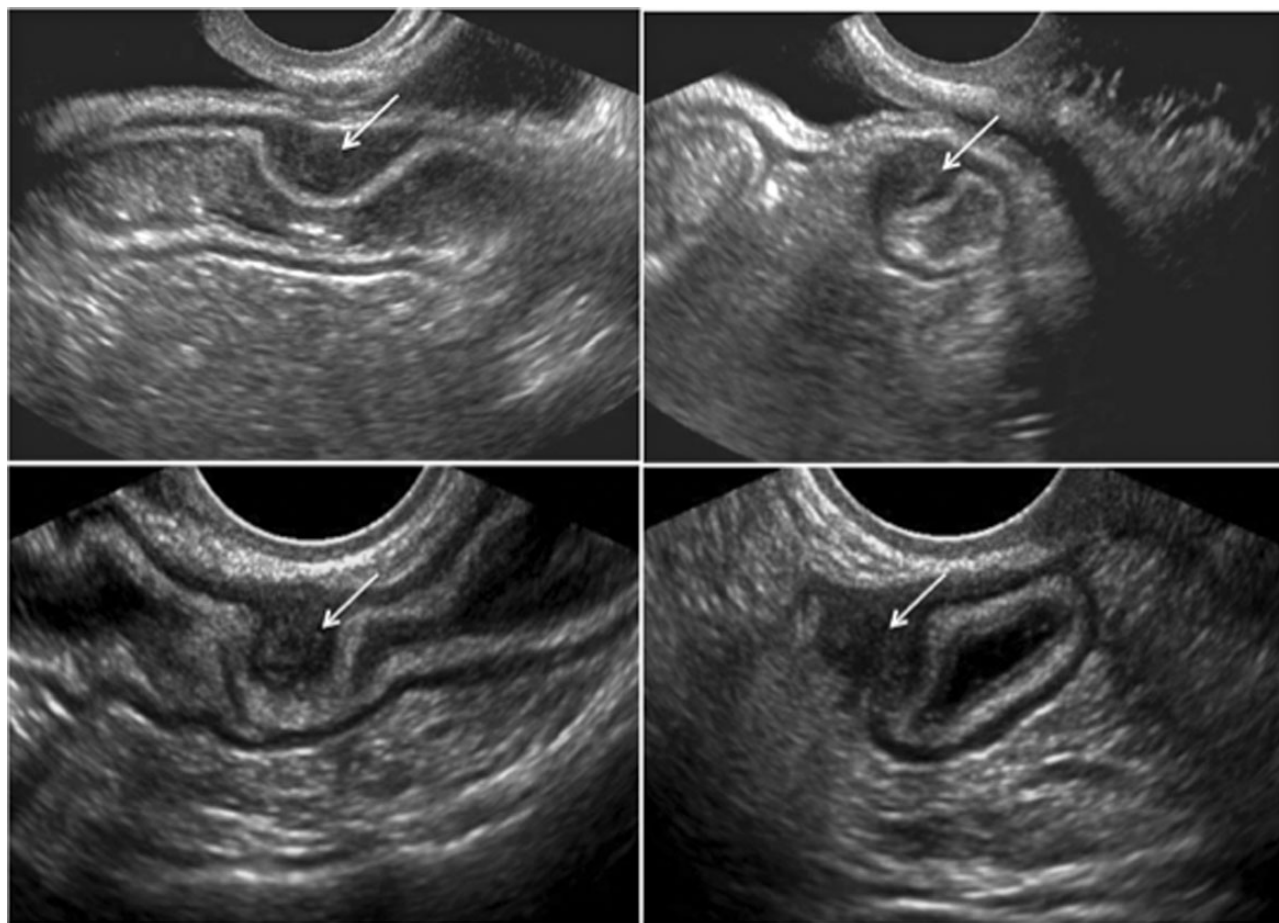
Transvaginal ultrasound showing a hypoechoic lesion suggesting endometriosis compromising the muscularis layer of the rectum.
